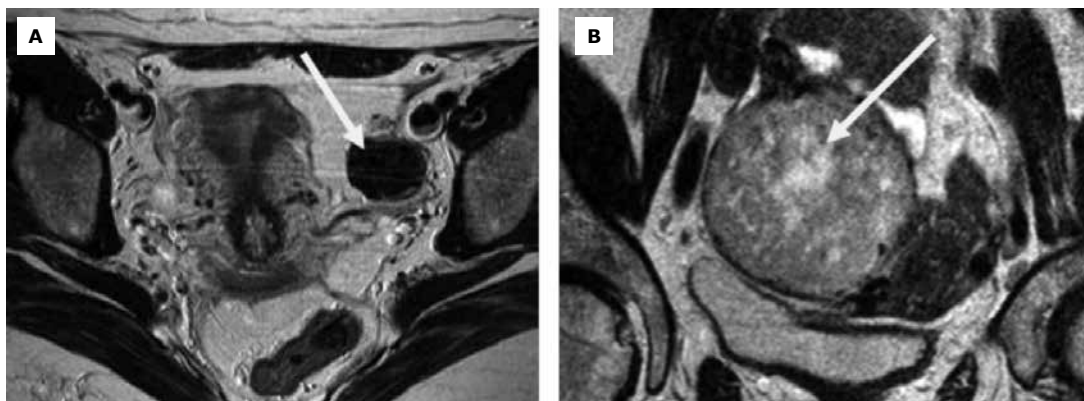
Masas sólidas benignas. (A) El Fibroma ovárico típico se presenta como una lesión sólida bien delimitada de baja intensidad señal en secuencia potenciada en T2. (B) Cuando la tumoración presenta áreas de hiperseñal en T2 por edema y cambios degenerativos quísticos, puede ser mucho más difícil el diagnóstico, de forma que la secuencia de DWI y en estudio dinámico puede facilitarlos. Muchas veces son tumores mixtos: Fibrotecomas.
